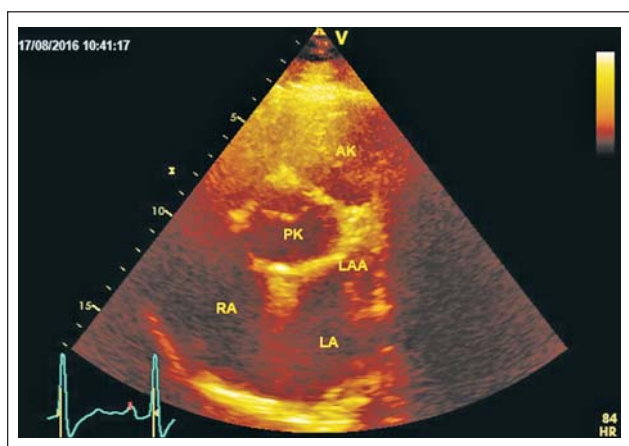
Parasternaler Querschnitt in Höhe der großen Arterien, wobei die anterior gelegene Klappe die Aortenklappe ist (Transposition der großen Arterien).
